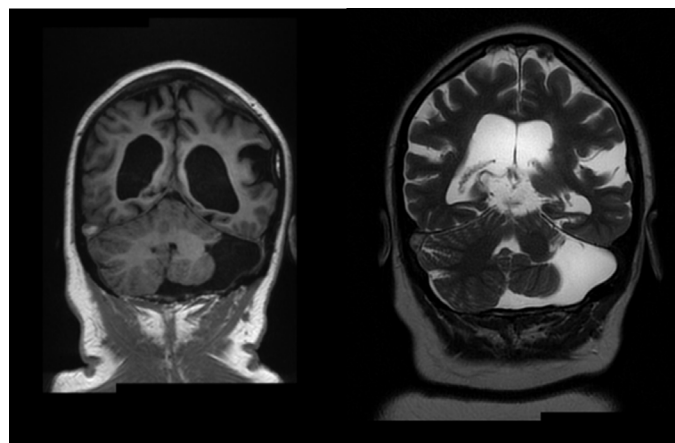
Brain MRI Coronal T1 (left), T2 (right)
